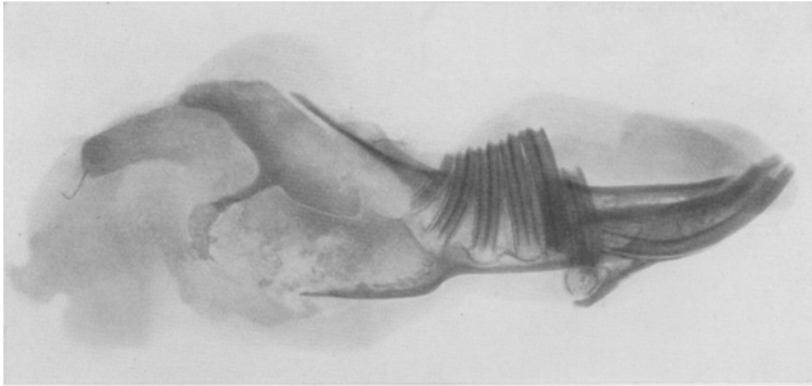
Osteogenes Sarkom des Unterkiefers beim Kaninchen. Röntgenbild.
